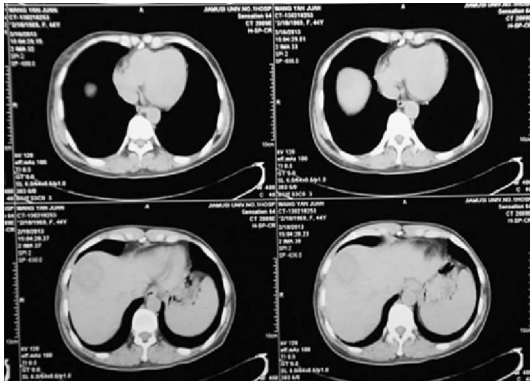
米卡芬净单药治疗 26 d 肝脏 CT
